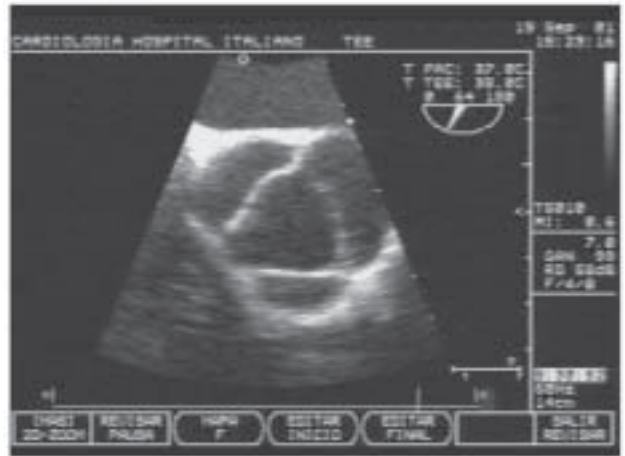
Ecocardiograma transesofágico. Válvula aórtica normal en sístole.
